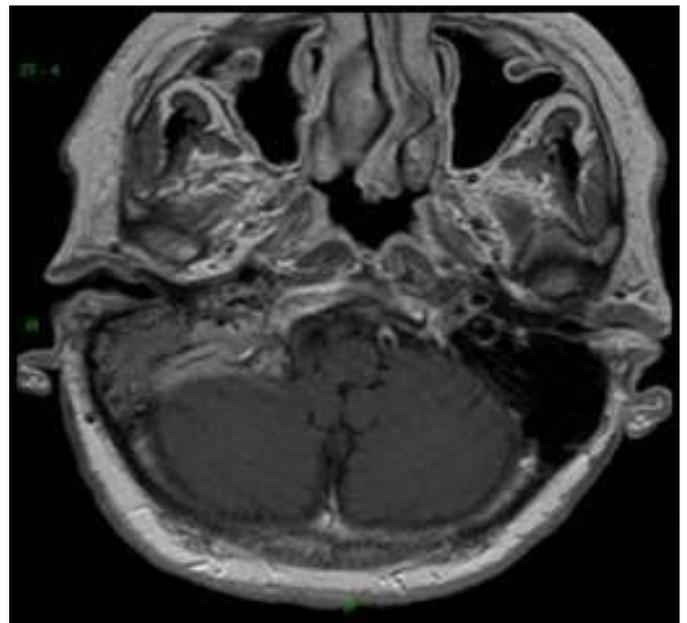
Paragangliome tympano-jugulaire droit en IRM avec injection, coupe axiale
